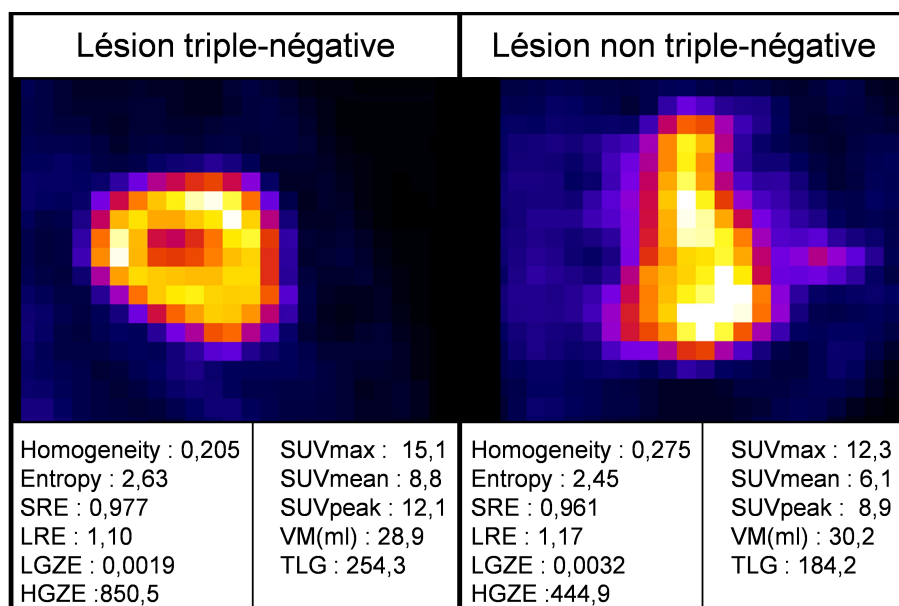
Exemple d’une lésion triple-négative et d’une lésion non triple-négative avec les index de texture associés (calculés après DA entre 0 et 20 unités SUV).
